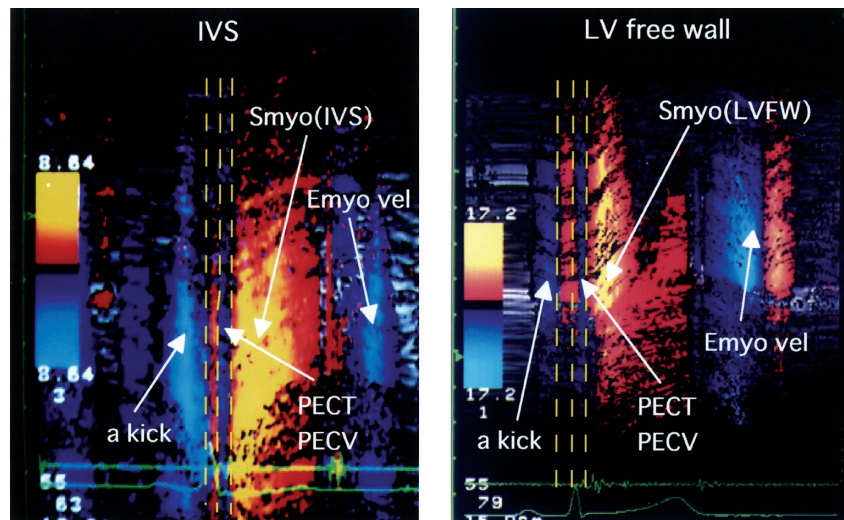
A representative recordings of M-mode tissue color Doppler image (apical approach) in the normal subjects. PECT (pre-ejection contraction time) is the interval between a kick (atrial contraction period) and systolic period and showed in blue color. Smyo is left ventricular regional myocardial velocity during systole. Myocardial velocity can be measured non-invasively.
